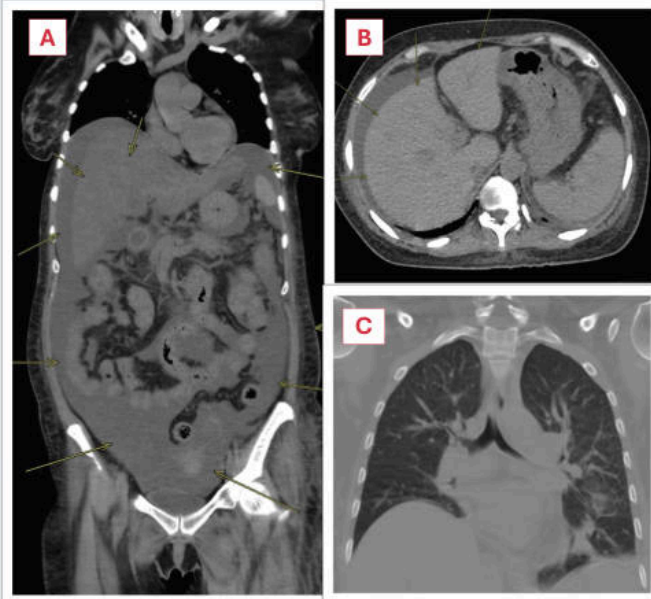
Tomografía toraco-abdominal
